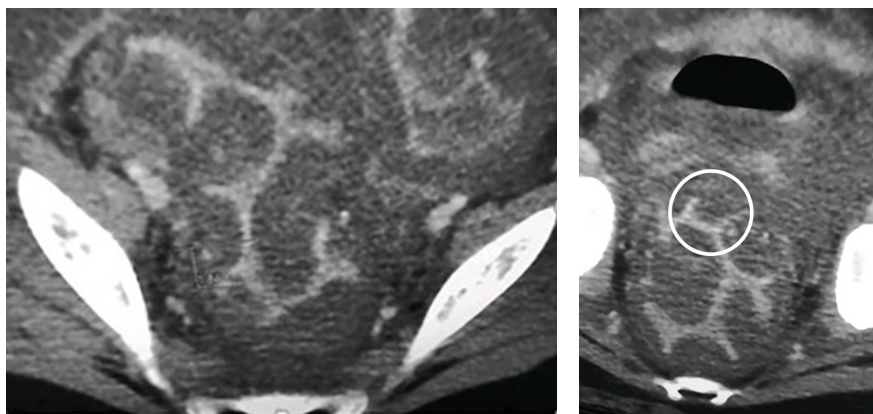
TC Contrastada Abdomen.
